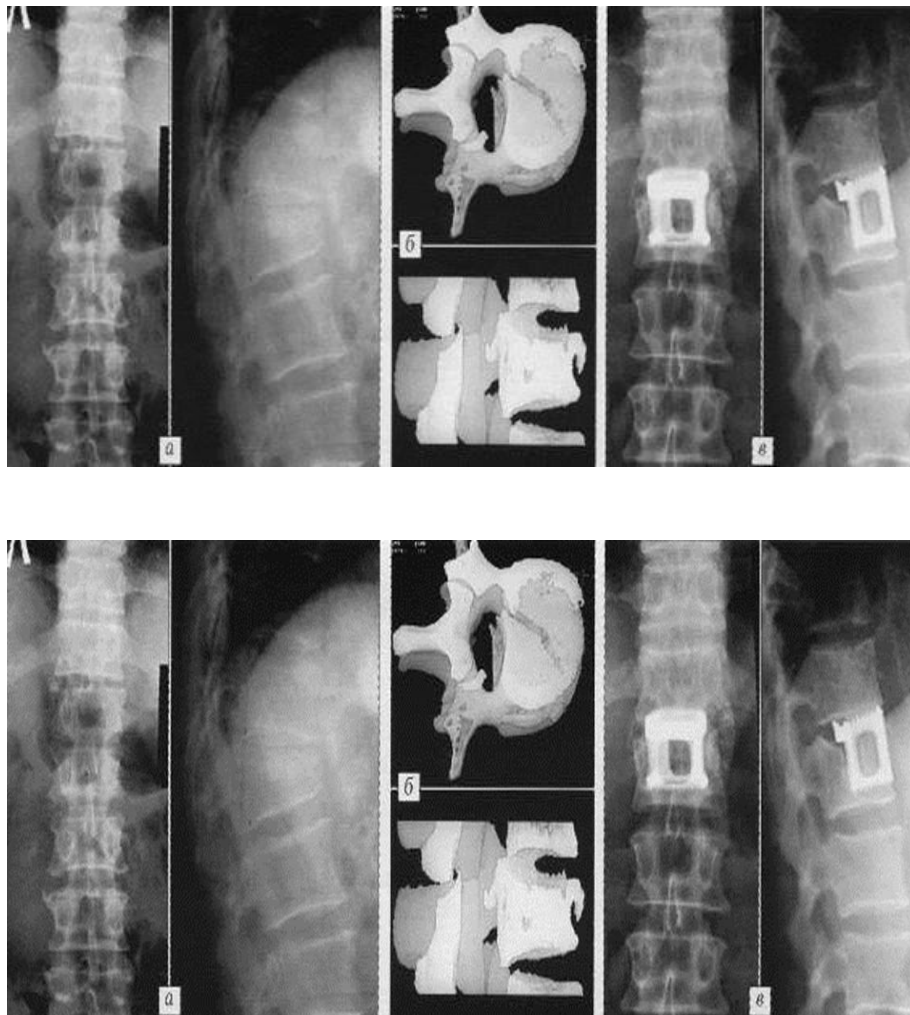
а – рентгенограми до операції: неповний взривний перелом тіла L1 хребця,кіфоз 24°;б – стерео томограми до операції: деформація хребетного каналу,каудальна частинатілахребця не пошкоджена; в – рентгенограми через 1 рікпісля коригуючого корпородезу
